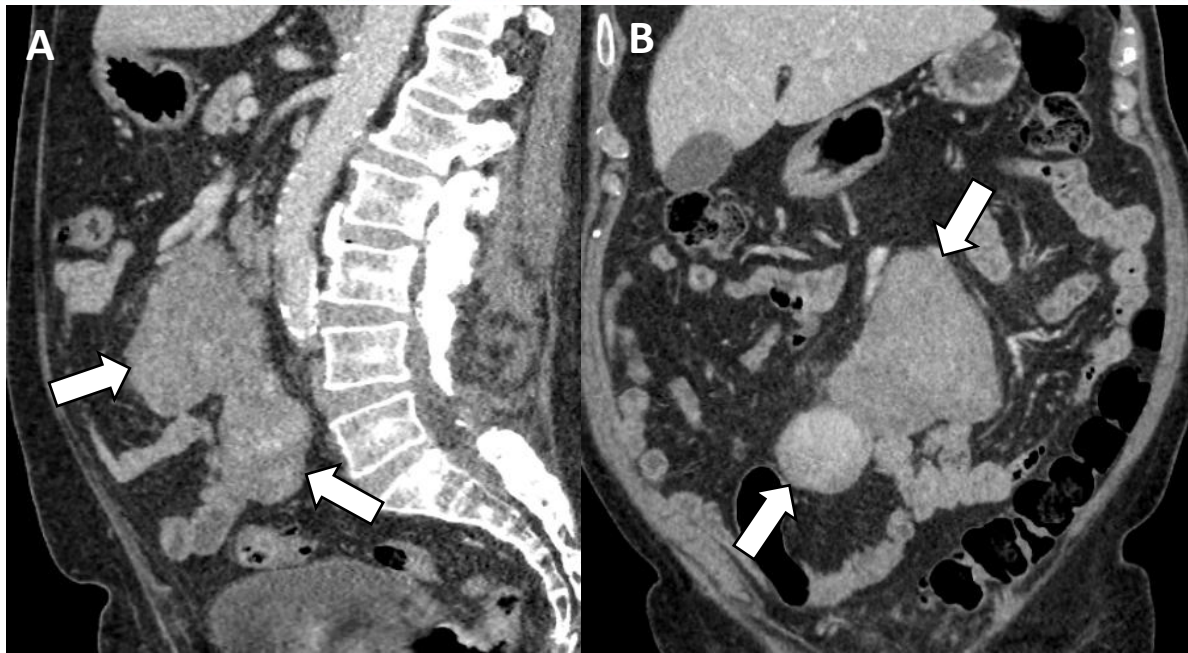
(A) TC portal sagital y (B) coronal muestran masa sólida centrada en raíz de mesenterio (*flecha blanca*), de bordes bien definidos, polilobulada, con realce nodular, sin evidencia de calcificaciones, tejido adiposo intralesional ni reacción desmoplásica. Biopsia fue compatible con sarcoma pleomórfico con diferenciación miofibroblástica.
